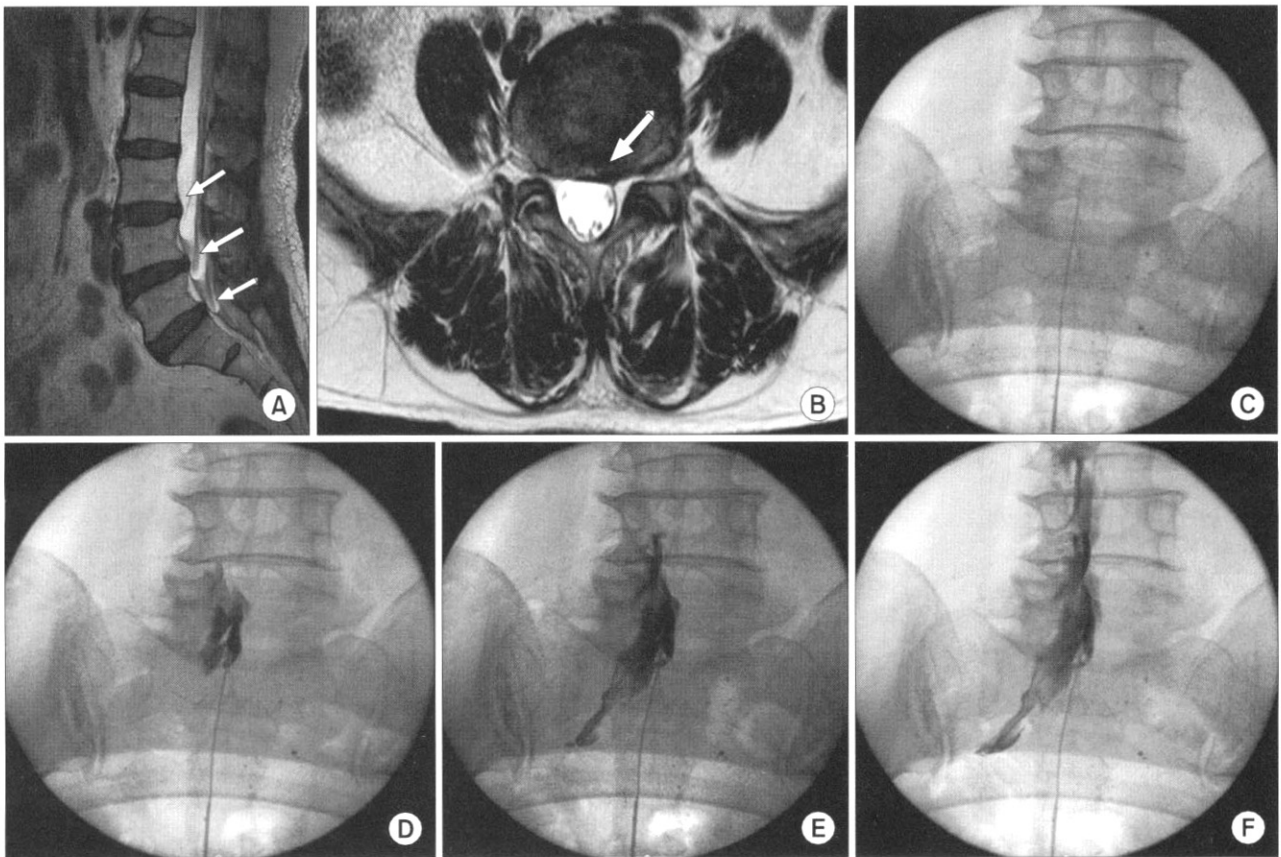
MRI findings of F/69 patient showing bulging discs at L3-S1 levels and left foraminal stenosis at L5-S1 level due to bulging disc and ligamentum flavum thickening (A, B). Tip of TharaCath<sup>®</sup> epidural catheter positioned at the left side of L5 vertebral body (C). 2 ml of contrast dye injection shows 100% spread at the side of target nerve root (D). 4 ml of contrast dye injection shows 95% spread at the side of target nerve root (E). 6 ml of contrast dye injection shows 90% spread at the side of target nerve root (F).
